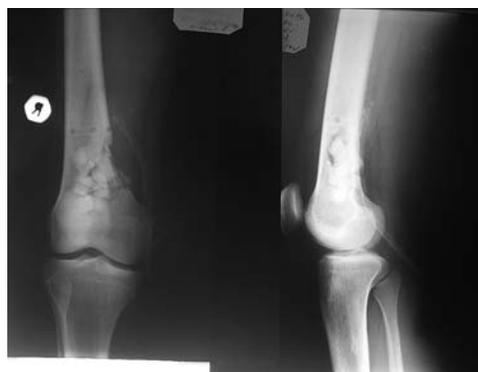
Больная С. 21 года. Рентгенограмма мыщелков правого бедра в раннем послеоперационном периоде. Видны фрагменты хроноса.
